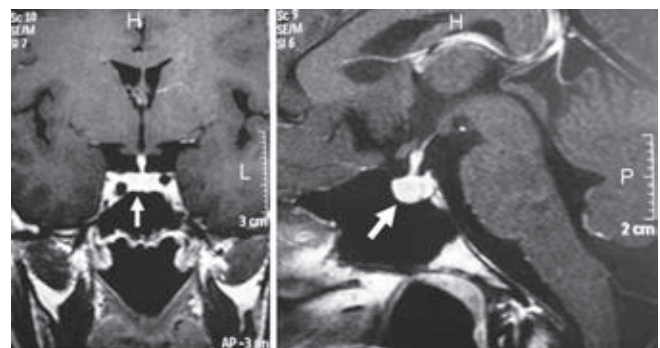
Resonancia magnética de cráneo 1.5 Tesla con gadolinio como medio de contraste, donde se observa hipófisis normal.
